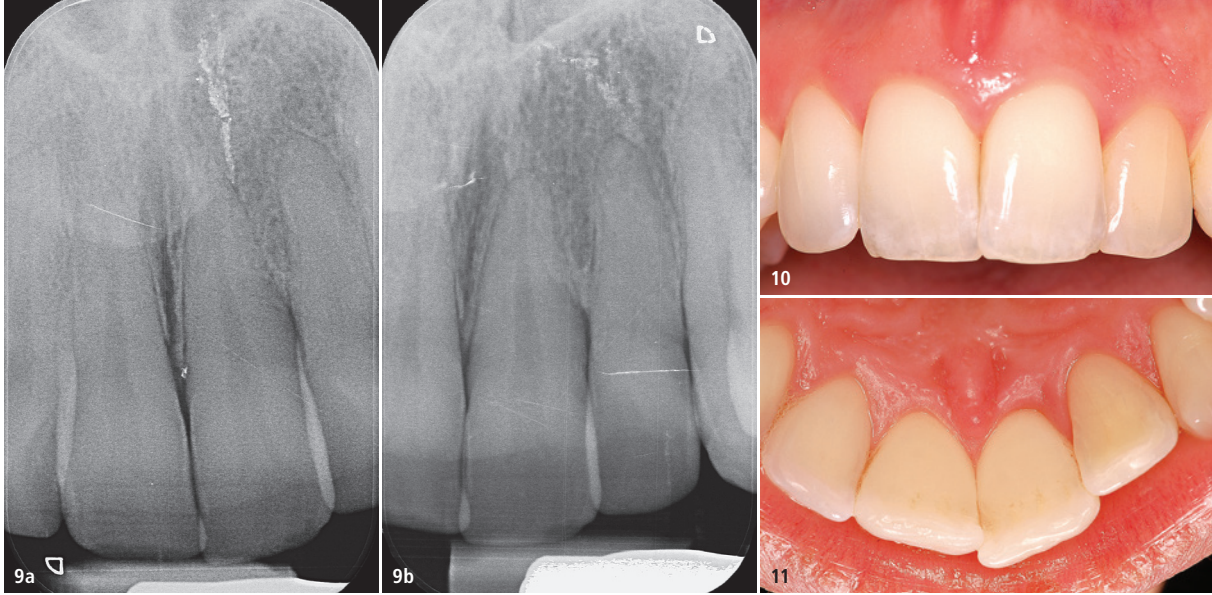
Röntgenaufnahme Zahn 21 vom 16. August 2019 (a) und vom 9. November 2020 (b). Aufgrund der Defektlage und Projektionsrichtung ist der Knochendefekt nicht gut zu erkennen. Klinisch hat sich gezeigt, dass sich die Sondierungstiefe an Zahn 21 von 6 auf 2 mm nach der Behandlung mit Emdogain FL reduziert hat (BOP). – Abb. 10: Klinische Situation an 21 nach der Behandlung mit Emdogain FL, Aufnahme vom 9. November 2020. Der klinische Attachmentlevelgewinn beträgt 4 mm an der tiefsten Stelle. – Abb. 11: Klinische Situation an 21 nach der Behandlung mit Emdogain FL, Aufnahme vom 9. November 2020. Die Rezession im Bereich 21 beträgt ein Jahr nach Behandlung 0 mm (s. Bild); BOP-Probe negativ, Sondierungstiefe an 21 ist auf 2 mm reduziert worden.
